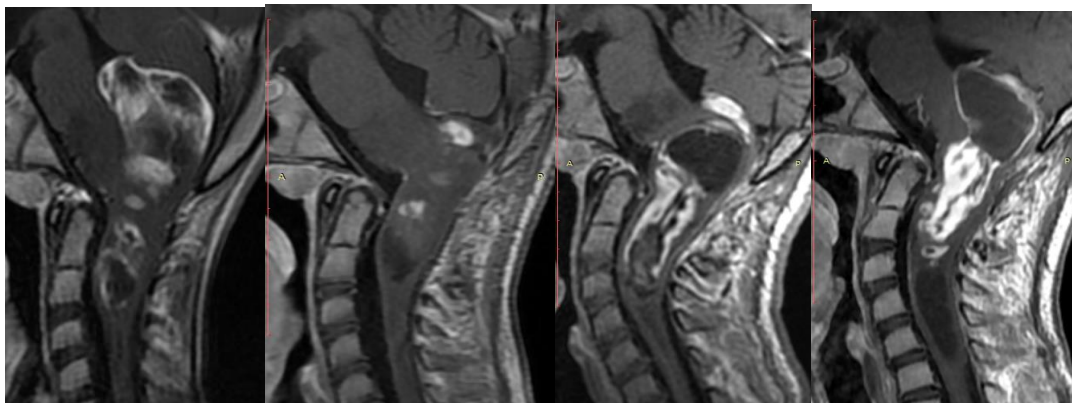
МРТ б-ной А., 2007 г.р. (и/б 29548-2017). Дз: ДСГ продолговатого мозга. Продолженный рост опухоли после парциальной резекции. А – МРТ до операции. Б-Г – МРТ после операции в течение двух лет. На послеоперационных изображениях отмечается изменение структуры опухоли за счет появления кистозного компонента (в верхнем полюсе опухоли)
